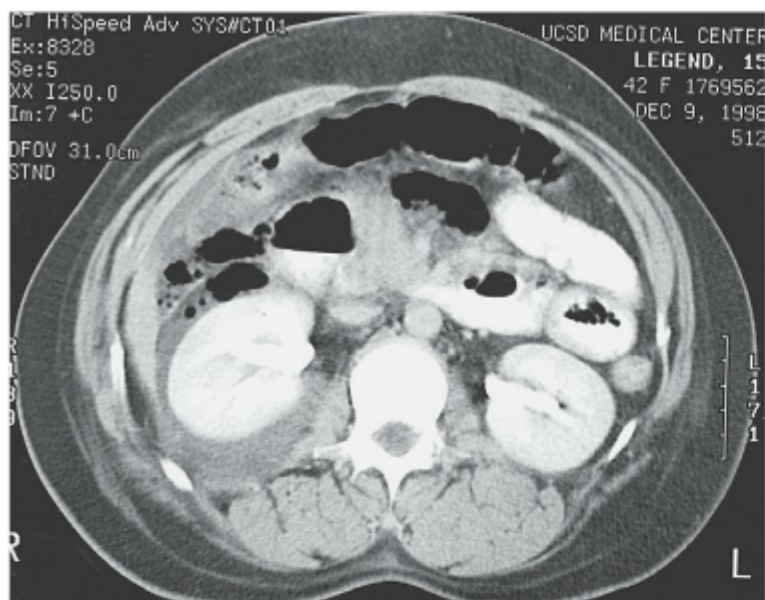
TC mostrando lesão duodenal fechada com ar retroperitoneal.
